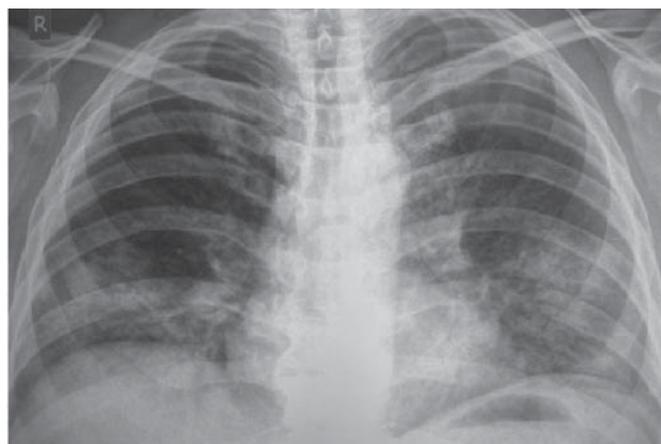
Динамика данных рентгенографии органов грудной полости больного Б. через 4 мес после проведения лечебных бронхоскопий с бронхоальвеолярным лаважем
